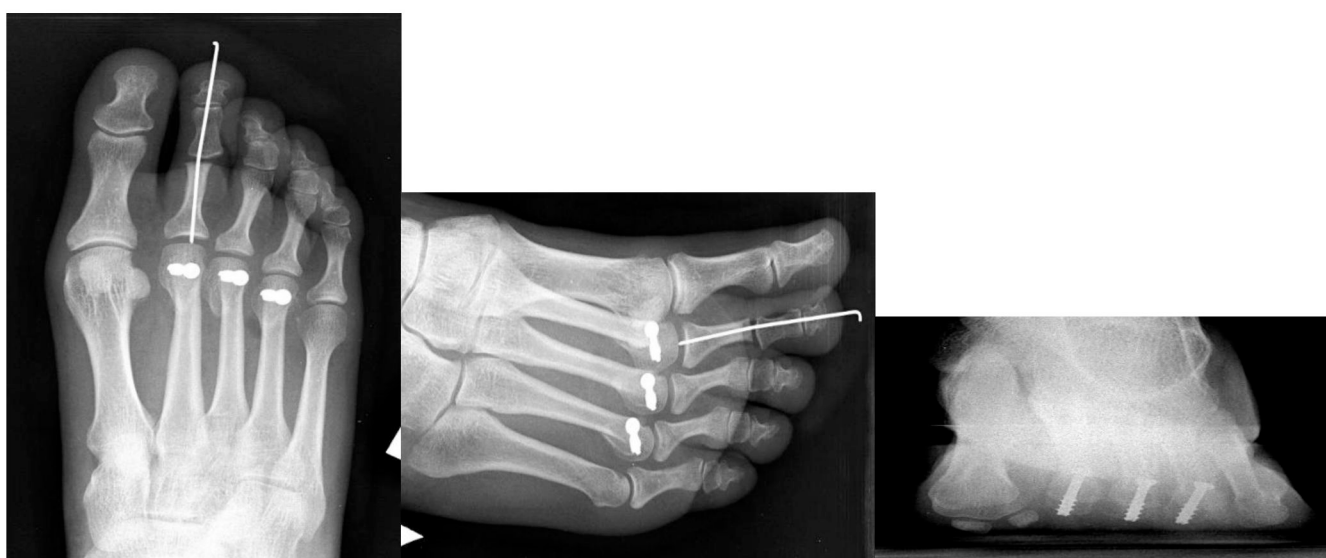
б – Пациентка Р., 35 лет (продолжение): результат укорачивающих остеотомий II-III-IV плюсневых костей по Weil (дополнительно произведена резекция головки основной фаланги II пальца по Гоману) (рентгенограммы после операции)
